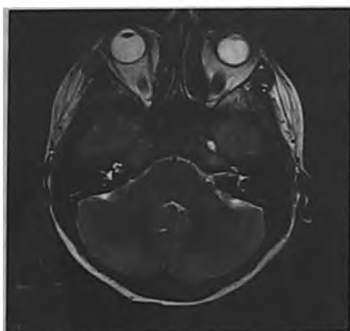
МРТ головного мозга (через 3,5 месяца от начала антиретровирусной терапии).
